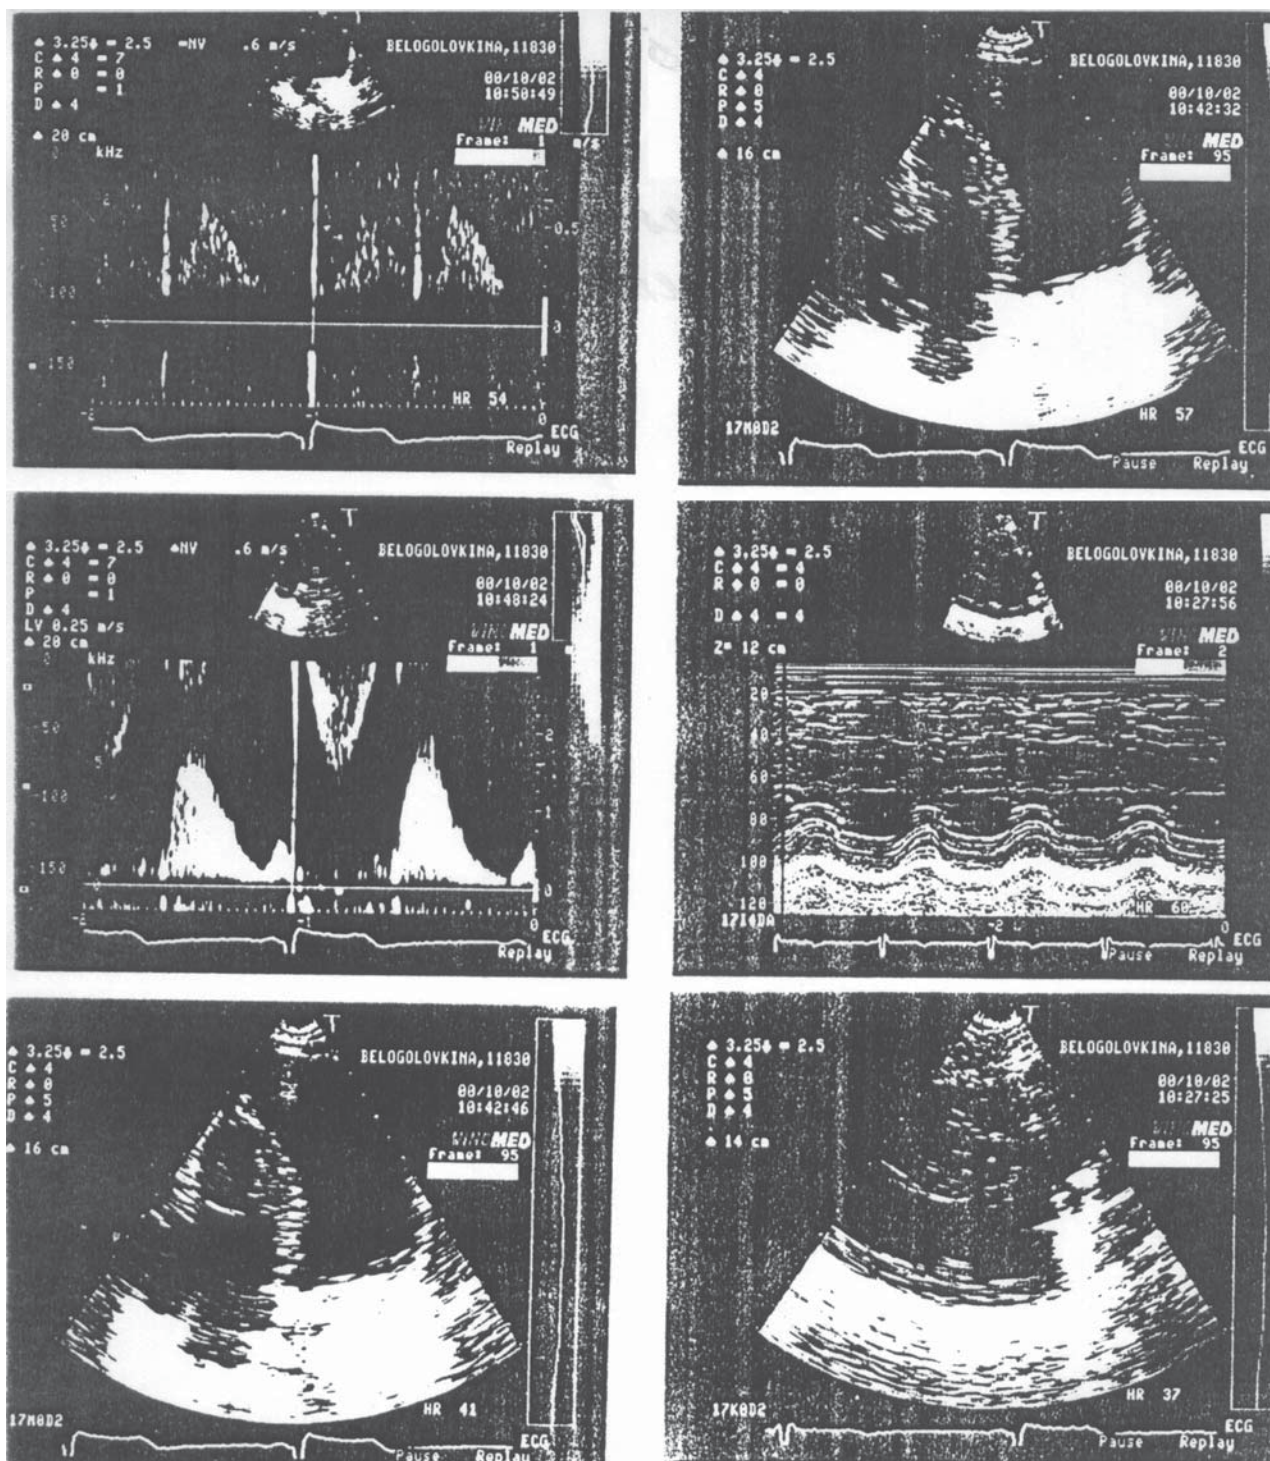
Эхокардиограмма больной Б. после операции.
